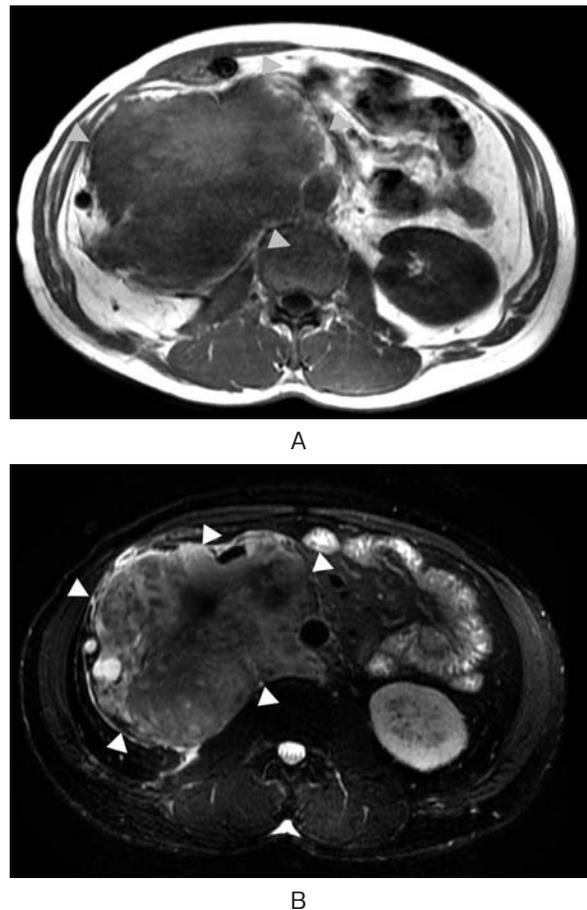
Abdominal axial MRI (arrow heads: the tumor): A) T1 weighted image. B) T2 weighted image.
